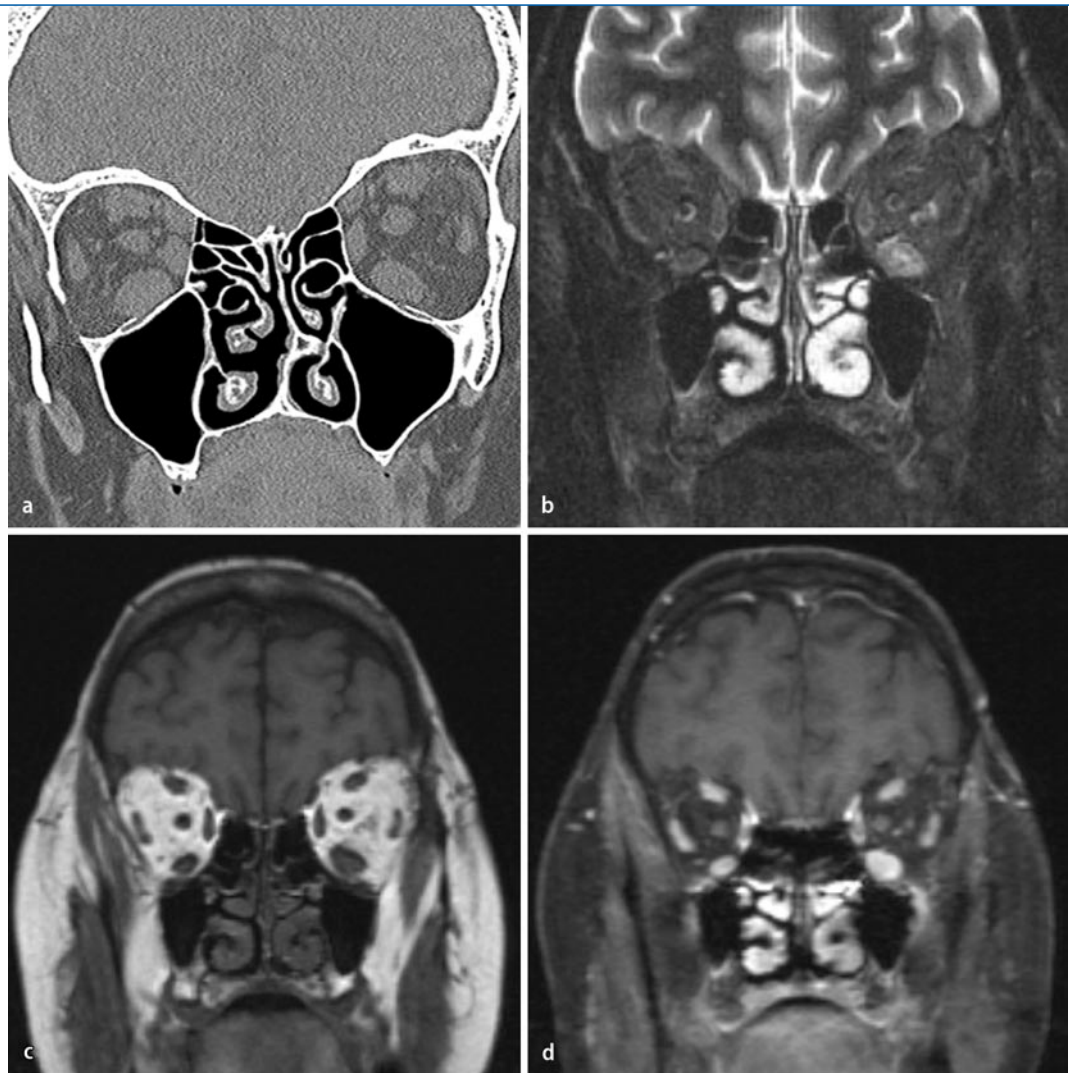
▶ Endokrine Orbitopathie. Bereits in der CT ist eine deutliche Verdickung der externen Augenmuskulatur, v. a. der Mm. rectus inferior und medius nachweisbar (a). Asymmetrischer Befall mit Signalanhebung des M. rectus inferior links in der STIR-Sequenz (b). Entsprechende koronare Schichten in T1-Wichtung vor und nach Kontrastmittelgabe (c, d)
